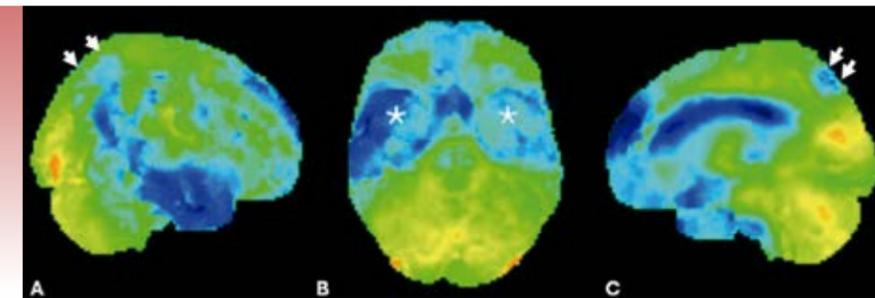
Imagens de PET-CT ¹⁸F-FDG com reconstruções 3D e quantificação voxel a voxel com software Scenium[®] com visão lateral direita (A), inferior (B) e parassagital esquerda (C) demonstram hipometabolismo bilateral e simétrico dos pré-cúneos (setas em C), assim como das regiões mediais dos lobos temporais (asteriscos em B), e a convexidade parietal bilateral (setas em A) poupando as regiões sensitivo-motoras.
